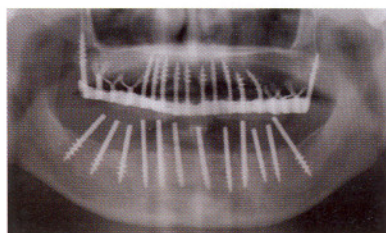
radiografia ortopantomica di controllo.
